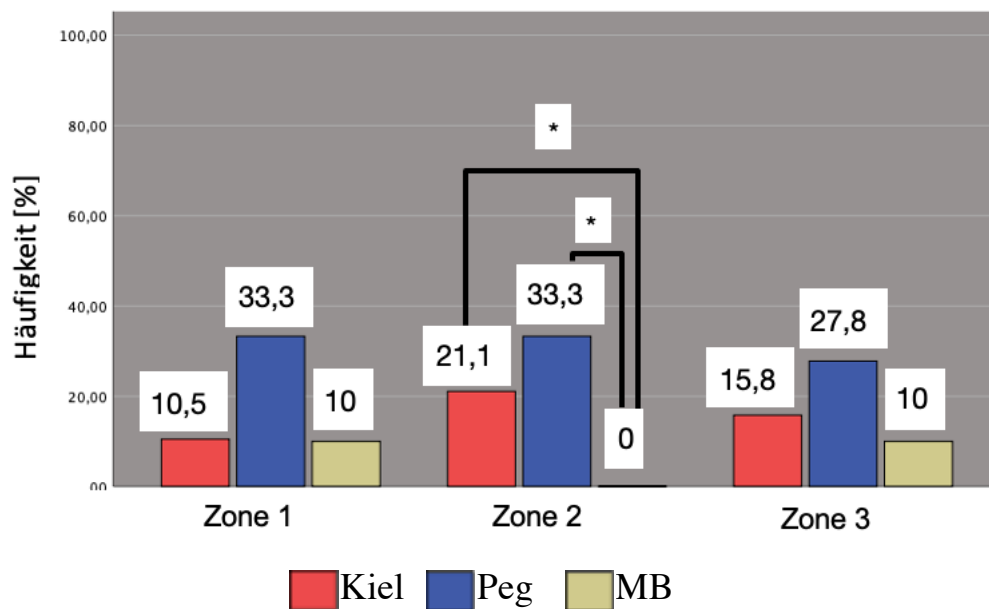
Häufigkeit der RLL pro Zone im axialen Röntgenbild im Gruppenvergleich (* entspricht $p < 0,05$)
